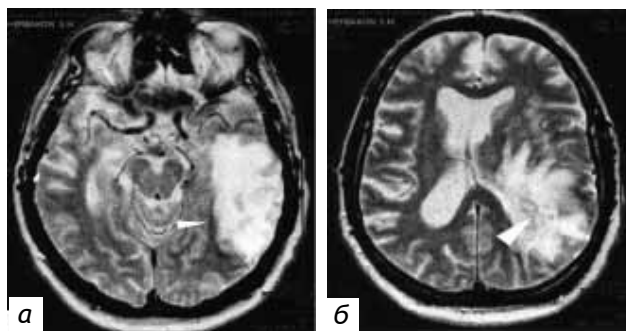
МР-томограммы больного Щ., метод насыщения – восстановления: а – в левой височной доле виден обширный очаг неомогенной структуры с четкими контурами; б – структура патологической ткани неоднородна, в центре имеются мелкие кисты. На срезе прослеживается компрессия со смещением желудочковой системы и мозга, свидетельствующие о выраженной дислокации [6]
